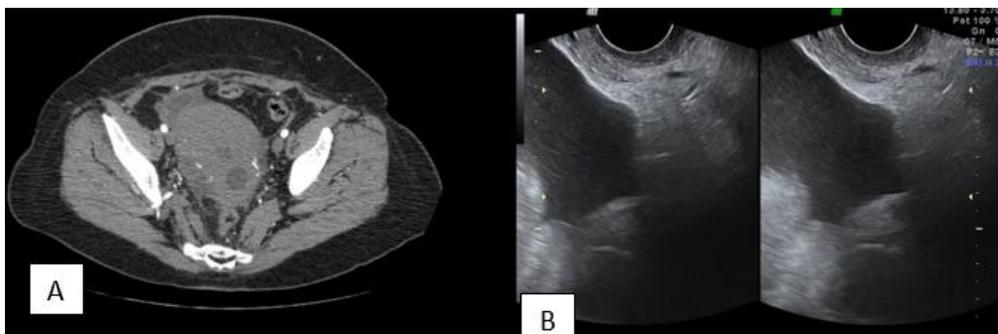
Hallazgos en imágenes. A) Angiotomografía abdominal con colección de aproximadamente 2 cm en región pélvica, región parametrial izquierda y en la región endocervical desplazando parcialmente la región rectosigmoidea. El hallazgo provoca colección endometrial. B) Ultrasonido transvaginal con líquido libre a nivel de fosas ilíacas y hueco pélvico
